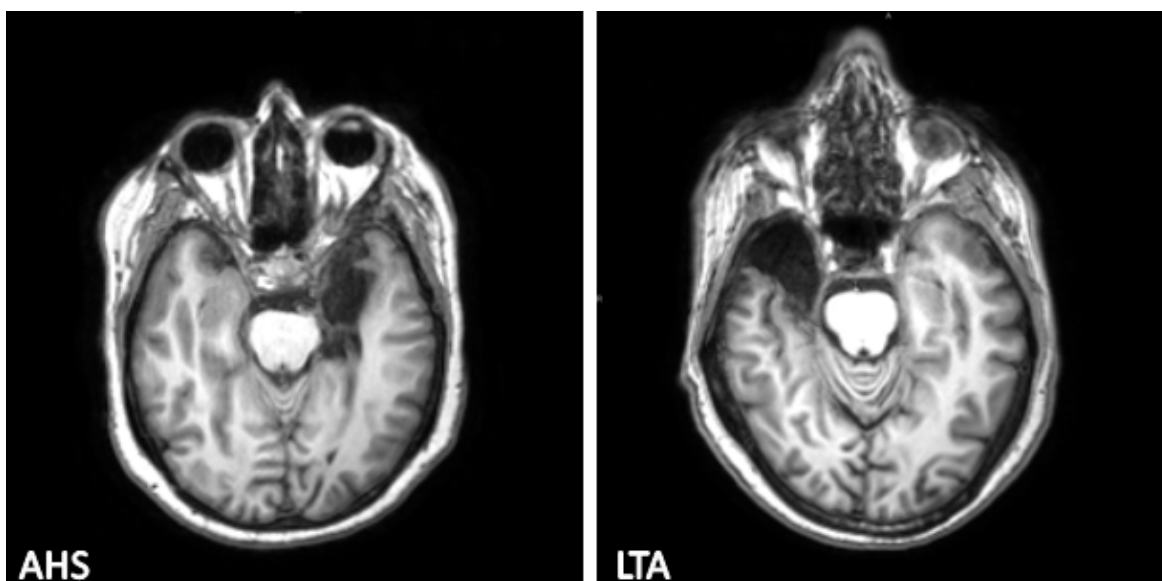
Imagens axiais de ressonância magnética em sequência T1 de pacientes submetidos a cirurgia para epilepsia de lobo temporal mesial no HC/UNICAMP: AHS – amígdalo-hipocampectomia seletiva a esquerda; LTA – lobectomia temporal anterior com amígdalo-hipocampectomia a direita.
